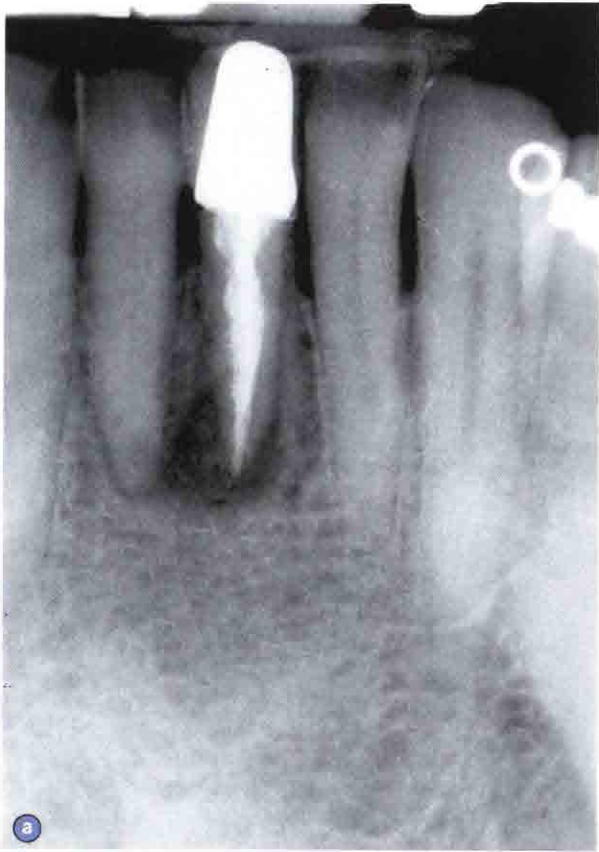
a. 左侧下颌中切牙周围骨缺损X线片,唇侧骨板完全丧失,在植骨后放入种植体,并使用可吸收的生物膜屏障;b. 植骨同时放入种植体,术后5个月放置愈合基台;c和d. 修复后2年的X线片和口内照片,显示稳定的牙槽嵴骨水平
